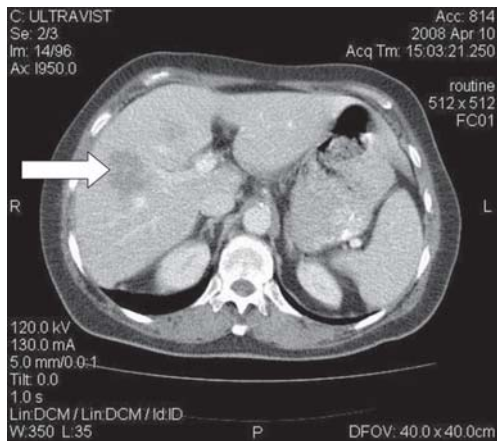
Больной М., и/б № 1072. Спиральная КТ, выполненная до и после процедуры РЧТА. Стрелками показана локализация метастаза колоректального рака на границе YI—YII сегментов печени и зона фиброзной ткани в области участка коагуляционного некроза через 6 месяцев после процедуры РЧТА.
